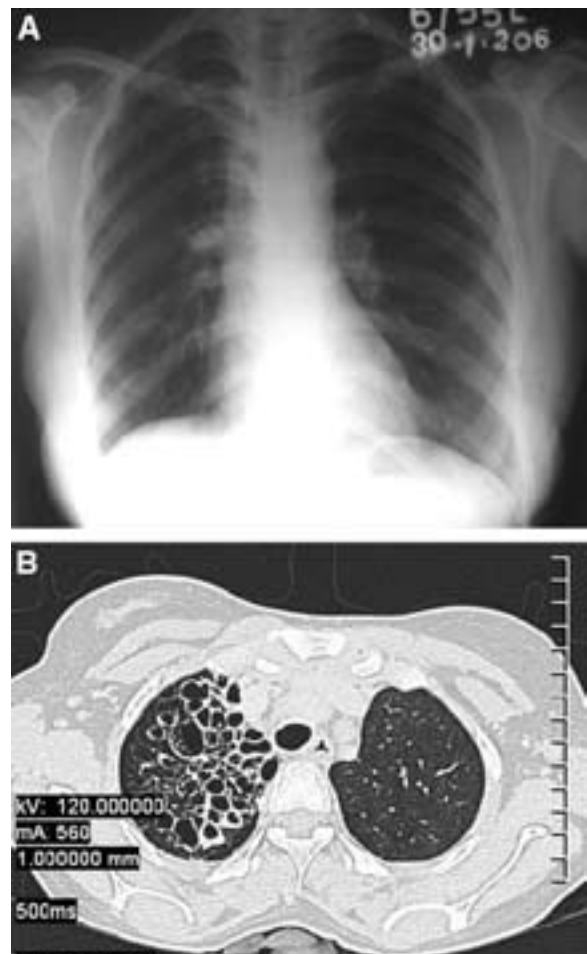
In alto, A: la radiografia del torace della paziente. In basso, B: la TC ad alta risoluzione della paziente.
